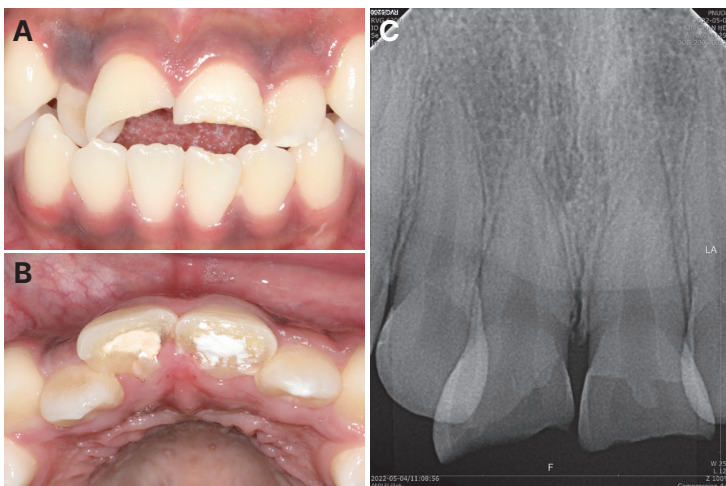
Initial examination of maxillary right central incisor and maxillary left central incisor. (A) Preoperative photograph: frontal view, (B) Preoperative photograph: occlusal view, (C) Preoperative radiograph.
